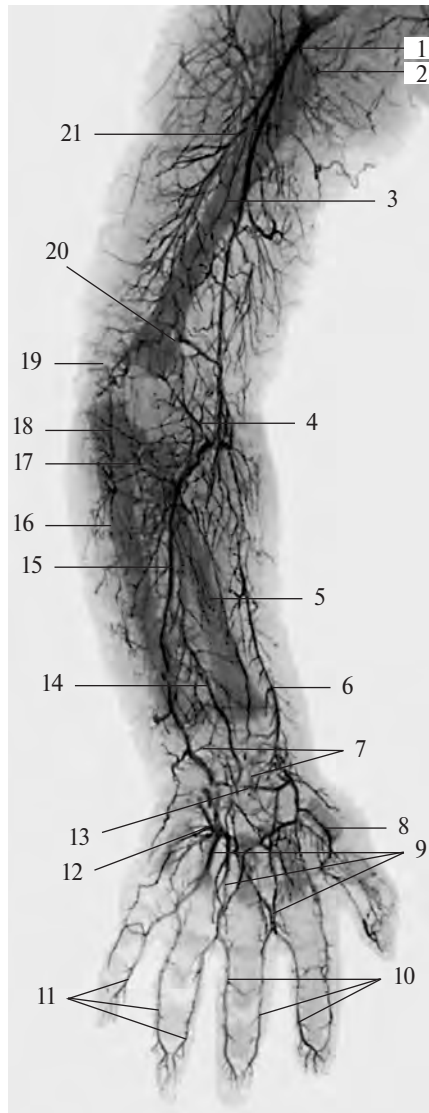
Артерии верхней конечности новорожденного, правой (фотография рентгенограммы). (Рука в положении пронации.)
